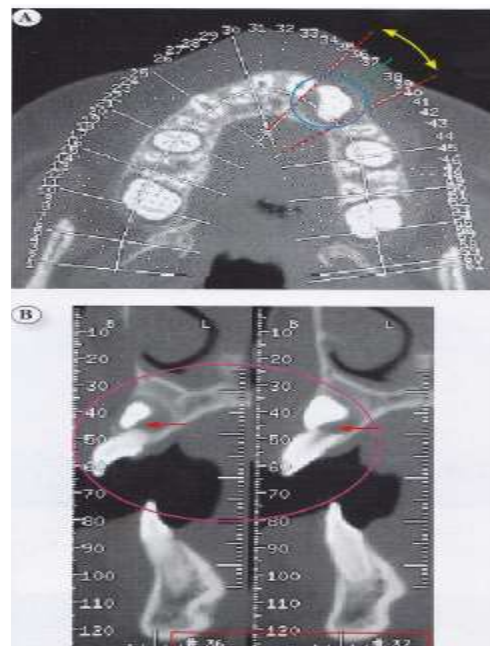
TAC, vista oclusal cortes específicos
